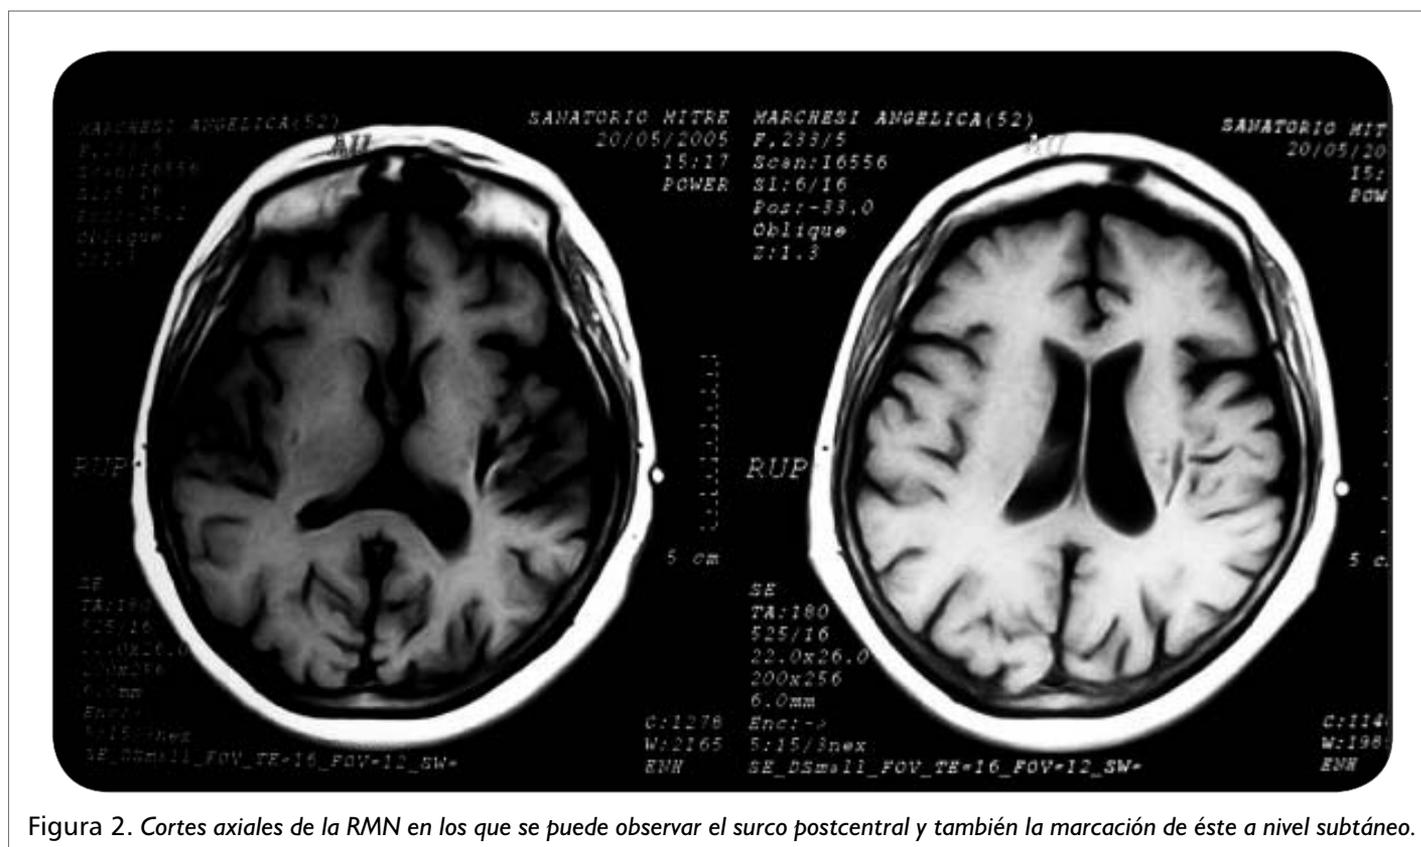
Cortes axiales de la RMN en los que se puede observar el surco postcentral y también la marcación de éste a nivel subdérmico.
